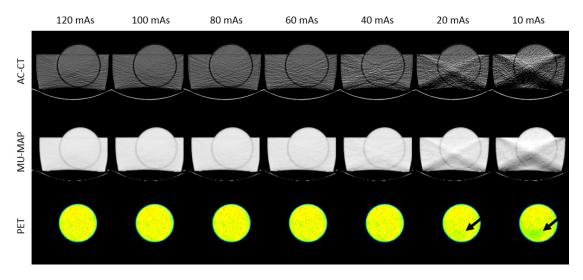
Series de imágenes obtenidas a partir de los CT de 80 kV.
